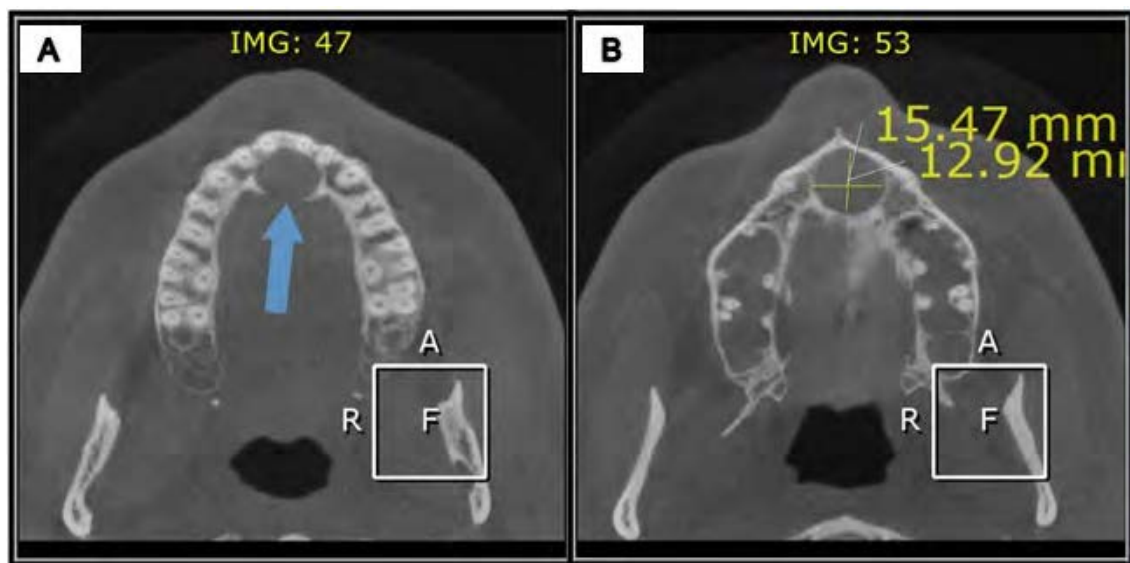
Tomografia computadorizada de feixe cônico: corte axial evidenciando área hipodensa em região anterior de maxila e rompimento da cortical óssea palatina (A); mensuração aproximada da lesão (B)
